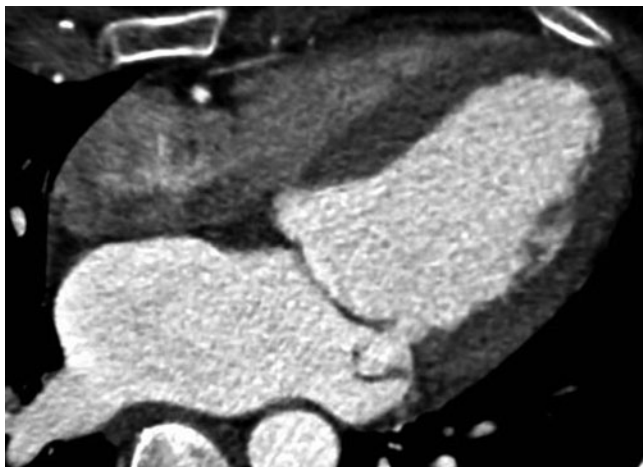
◀ CTA-Datensatz in systolischer Rekonstruktion bei einem Patienten mit Prolaps des posterioren Segels über die Mitralanulusebene in Richtung des linken Vorhofs. CTA CT-Angiographie
